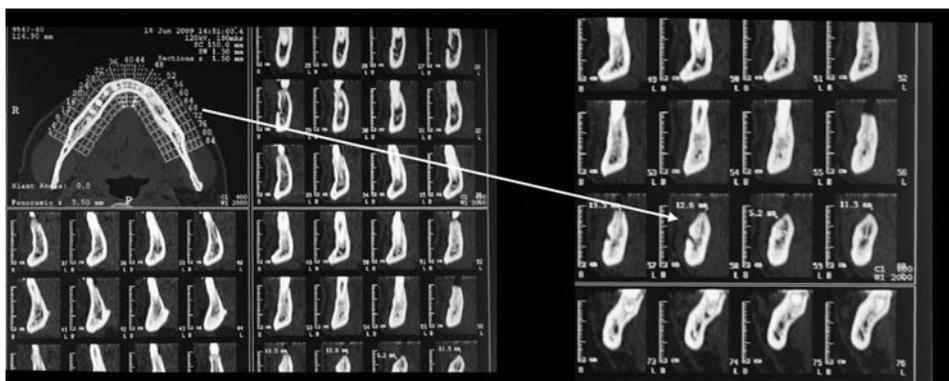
TAC 2009: sia il 35 che il 37 mostrano lesioni periradicali
